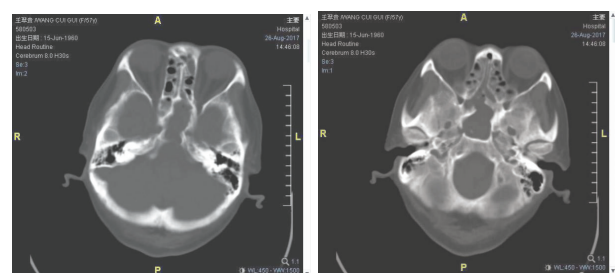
真菌感染引起蝶窦黏液性囊肿行神经内镜清除囊肿,术后第1日头颅CT
